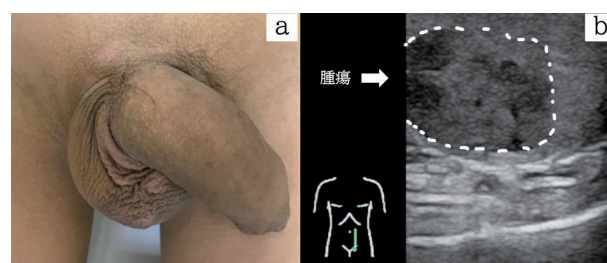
薄い陰毛を認める。視診では精巣腫瘍は明らかではない。正常精巣組織の中にモザイク状の低エコー領域を認める。明らかな被膜構造は認めない。
